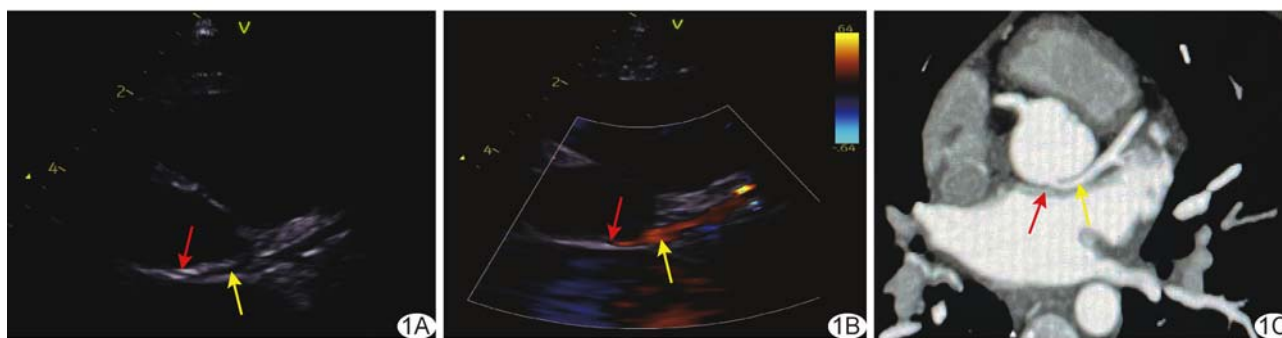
ALCA-N A. 二维超声心动图; B. CDFI; C. CCTA (红箭示左侧冠状动脉开口于无冠窦, 黄箭示左侧冠状动脉)
